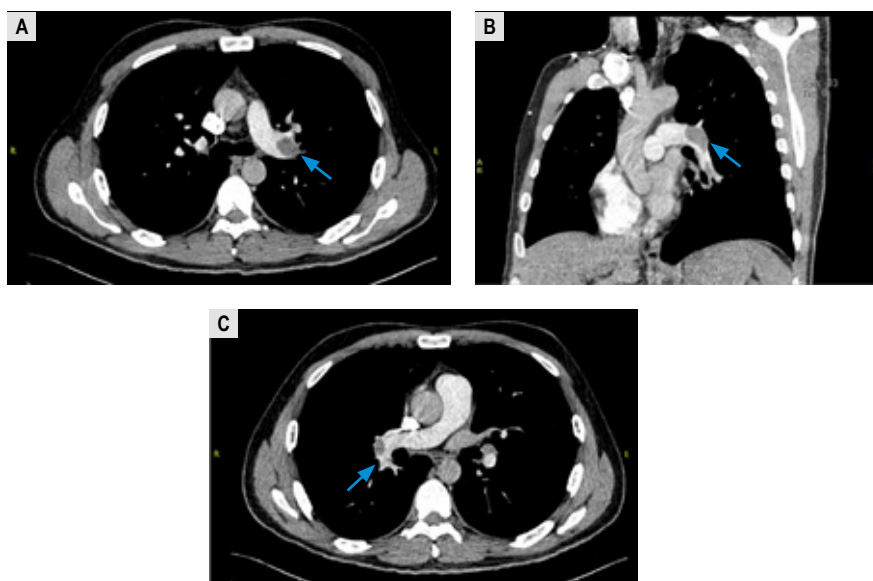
Angiotomografía Helicoidal. A y B: Tromboembolismo pulmonar que compromete la arteria pulmonar izquierda. C: Compromiso de arteria interlobar derecha.
